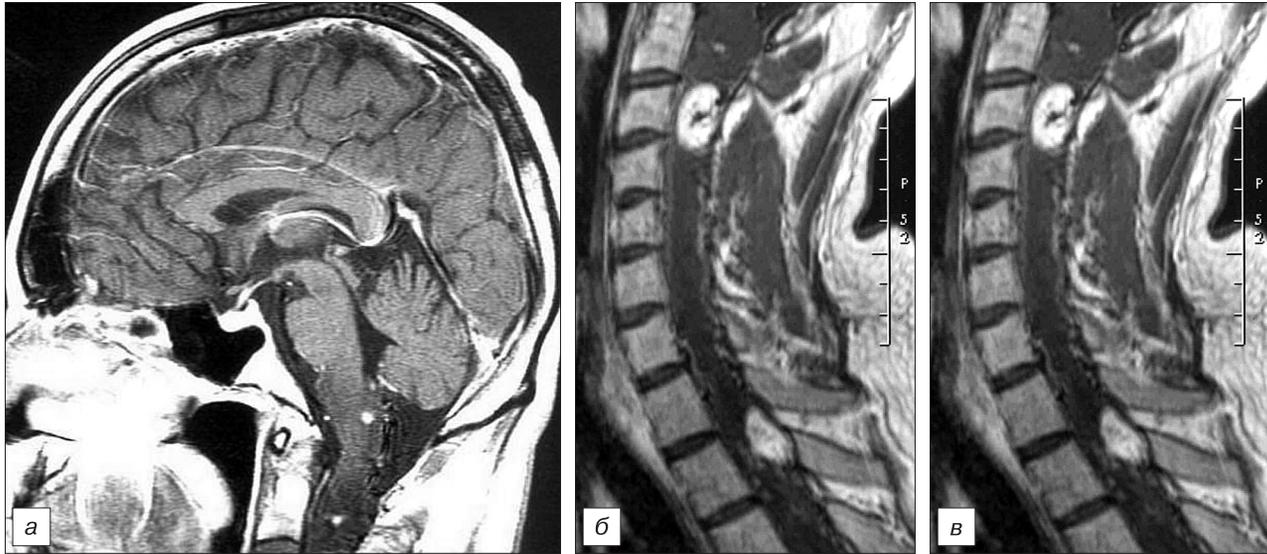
МР-томограмма головного мозга и верхнешейных сегментов спинного мозга в сагиттальной плоскости. Т1-взвешенное изображение после контрастирования. Отмечается утолщение продолговатого мозга и понижение интенсивности МР-сигнала от него. В продолговатом мозге и спинном мозге на уровне тела С2-позвонка определяются округлой формы очаги патологического накопления контраста диаметром около 3 мм.
